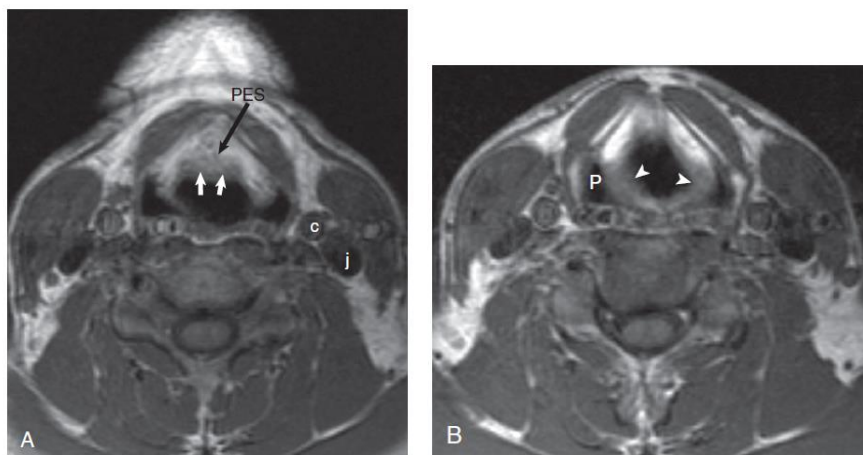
Normal anatomy of the supraglottic larynx on magnetic resonance imaging. A, A fat-filled preepiglottic space (PES) is anterior to the epiglottis (white arrow). The PES is indicated by the black arrow. The internal carotid artery (c) and internal jugular vein (j) are also seen. Fat on this sequence is higher in signal intensity than the epiglottis or muscle. B, Five millimeters inferiorly, the piriform sinuses (P) are lateral to the aryepiglottic folds (white arrowheads).
